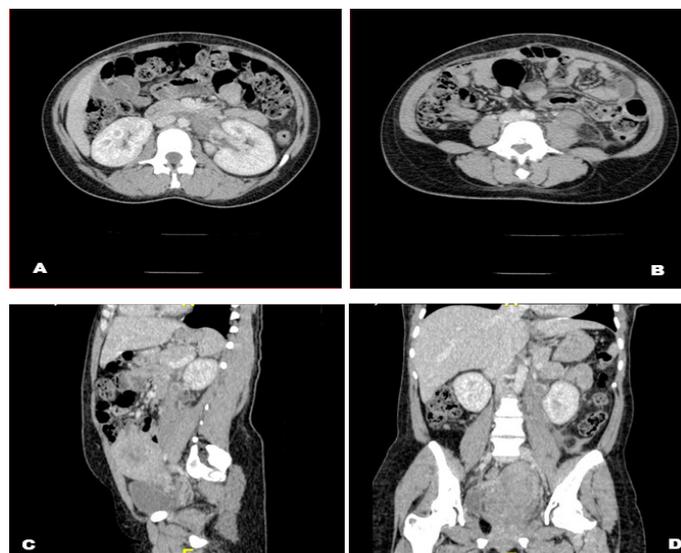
TDM abdomino-pelvienne avec produit de contraste, coupes axiales (A et B), reconstructions coronale (C) et sagittales (D) : Hypodensité de la veine ovarienne gauche étendue à la veine rénale homolatérale, dilatée, à contours flous, avec paroi rehaussée. Infiltration associée de l'atmosphère graisseuse adjacente.
